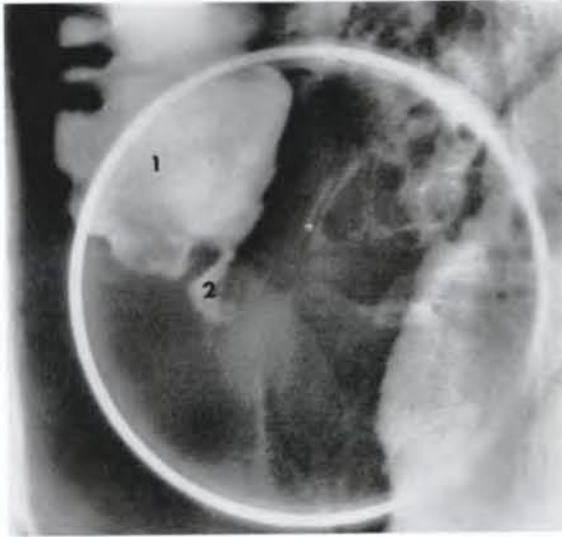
Radiographie du cæcum (1) et de l'appendice vermiforme (2) (cliché Dr Ph. Chartier)
